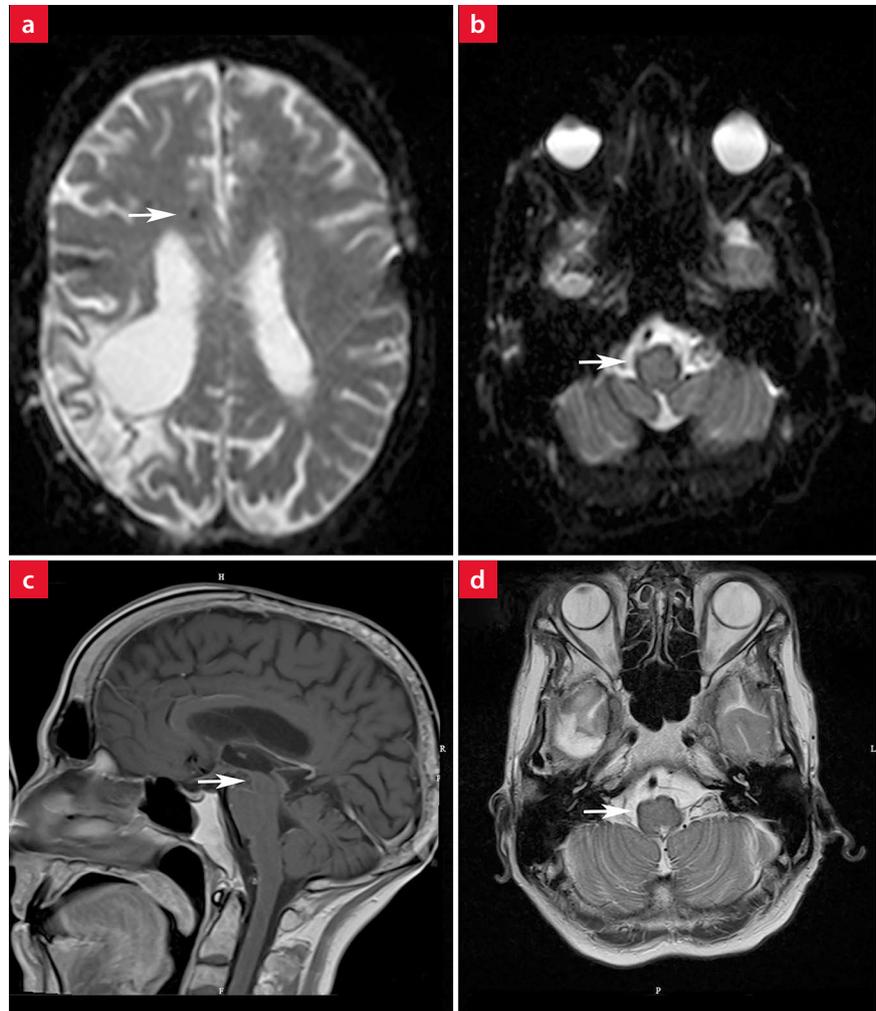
Schädel-MRT vom Juni 2021. Die b0 der Diffusionswichtung zeigt in a punktförmige und in b superfizielle Signalmindernungen, die suspekt sind auf eine Siderose. Dazu passt die diskrete Signalanhebung in der T1w und die Signalmindernung in der T2w. Weil die Diffusionswichtung eine Gradientenecho-Sequenz ist, sind hier die Hämosiderinablagerungen tendenziell besser sichtbar als in der normalen T2-Turbo-Spinecho-Sequenz, die in d zu sehen ist.
